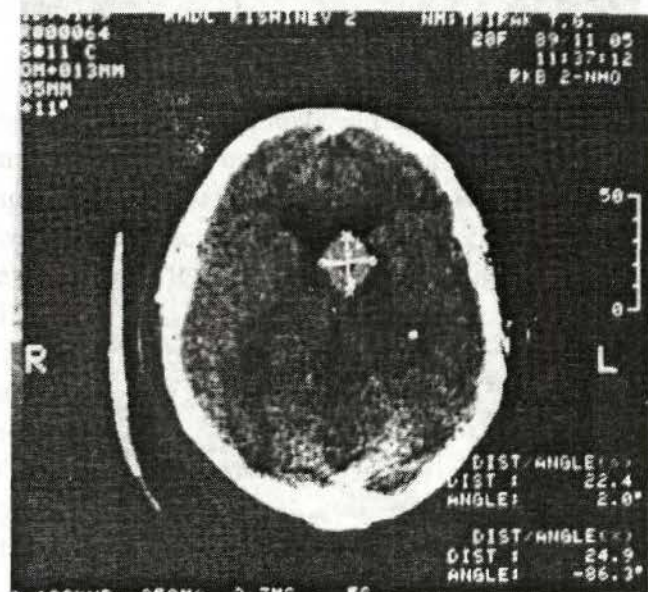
Tomografia computerizată a craniului și encefalului.
